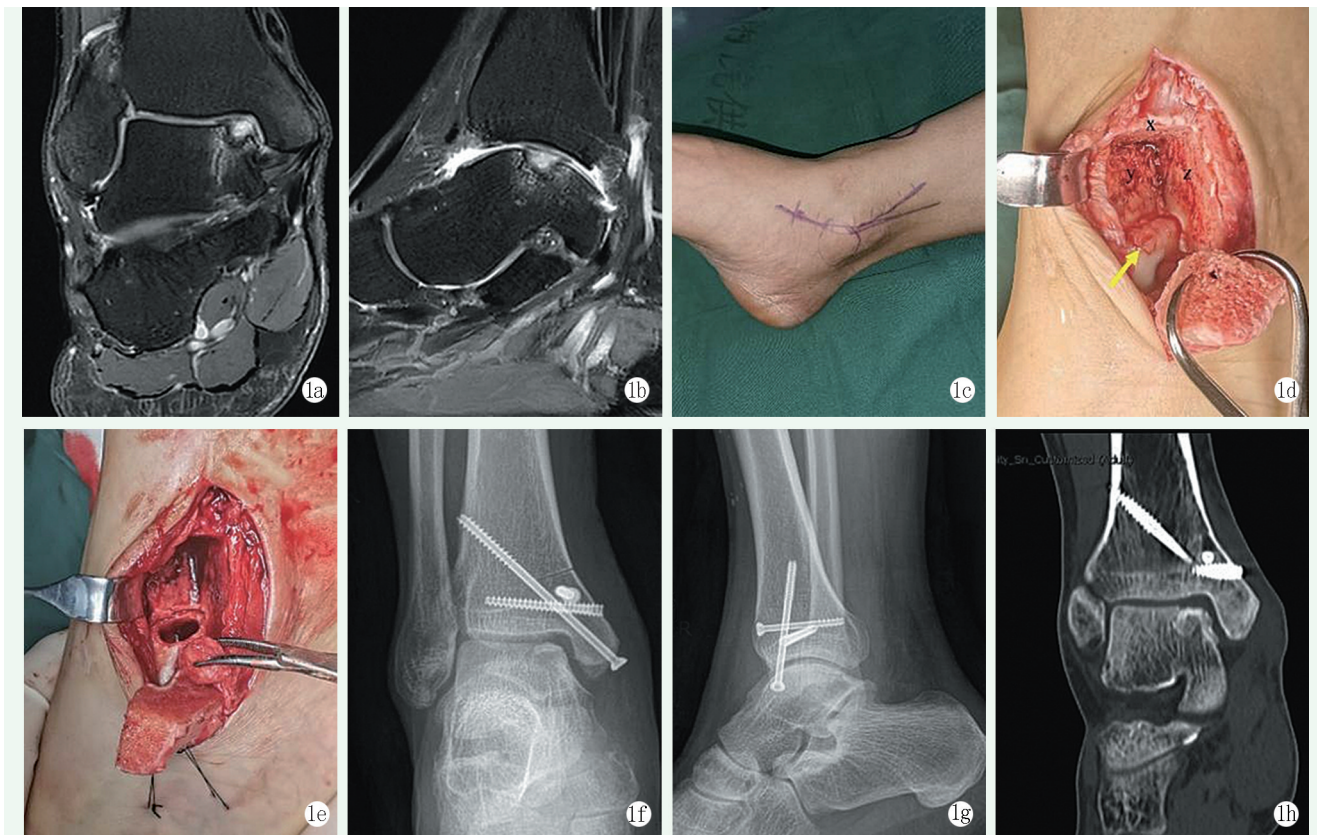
患者,男,47岁,以“右踝反复活动后疼痛1年”入院。入院诊断:右踝关节距骨软骨病。择期行三平面截骨联合自体带骨膜髂骨移植术 1a, 1b: 术前MRI示右踝内侧距骨软骨病及关节腔少量积液 1c: 踝关节内侧作长弧形切口 1d: 内踝三平面截骨,胫骨远端内侧可见截骨后形成的水平面(x)、矢状面(y)和冠状面(z),翻开内踝后可见暴露的距骨顶病灶(黄色箭头) 1e: 清理距骨顶病灶后,植入带骨膜髂骨 1f, 1g: 术后X线片示截骨面对位良好,螺钉内固定在位,距骨顶关节面平整 1h: 术后随访CT示截骨端愈合良好,内侧距骨顶移植骨与周围融合
